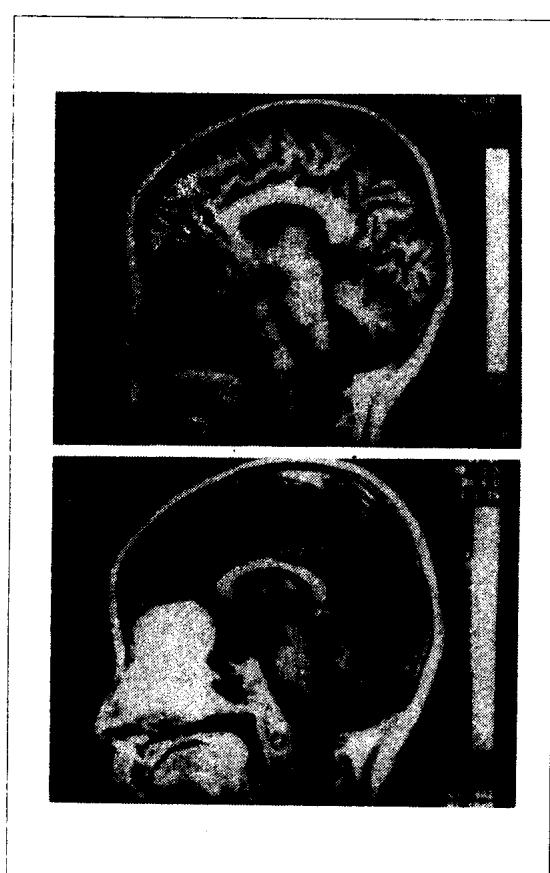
MRI, 嗅神经母细胞瘤侵入颅内
